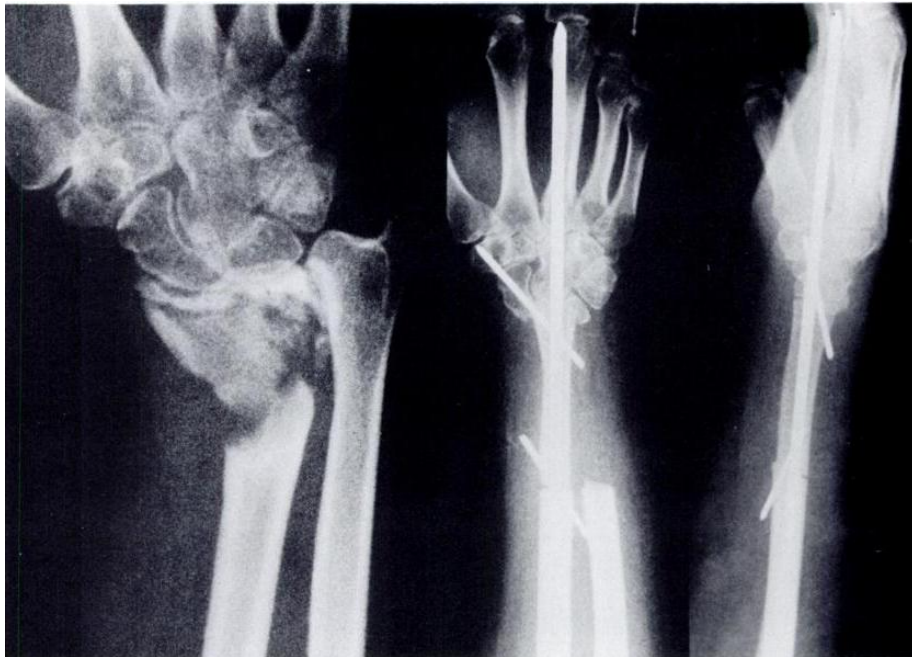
radiographies standard d'un patient avant et après transposition de l'ulna.
